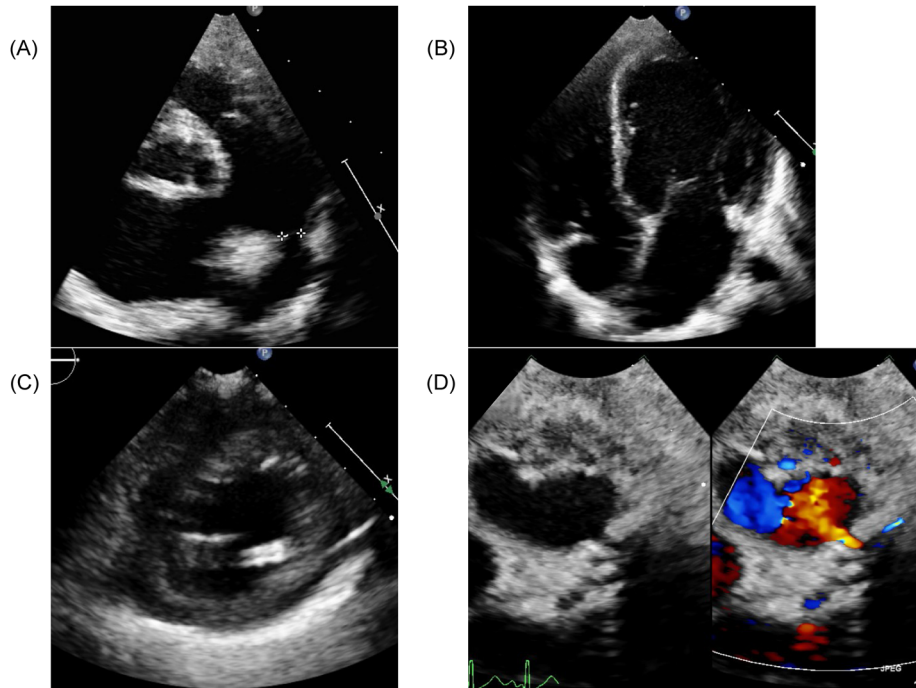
Echocardiographic image on admission (A–C) and after PDA closure (D)
